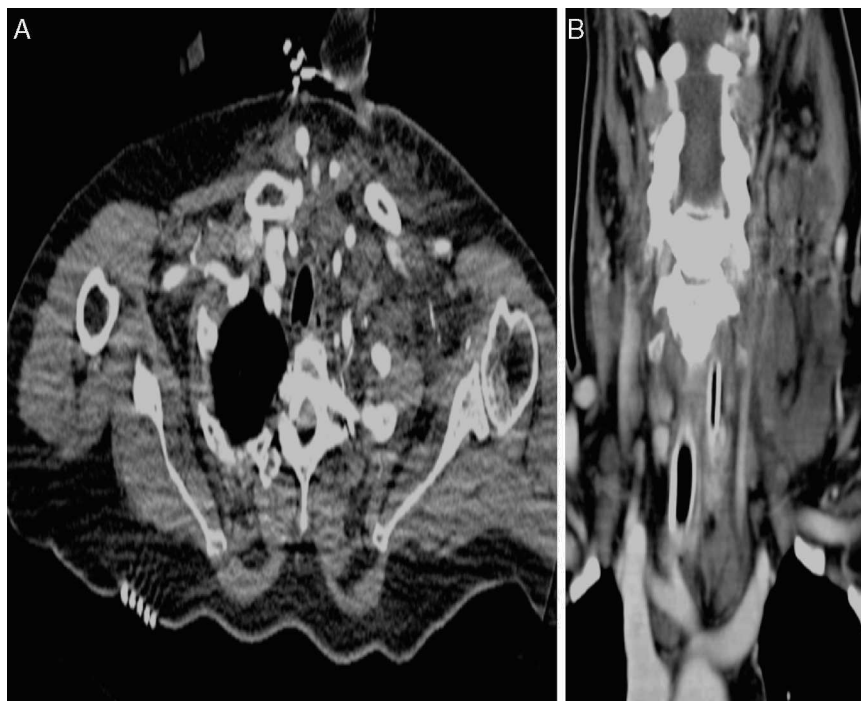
A) Tomografía computarizada del cuello con edema y trabeculación cervical izquierda a su ingreso. B) Tras administrar factor estimulador de las colonias de granulocitos, con formación de los abscesos cervicales profundos.
